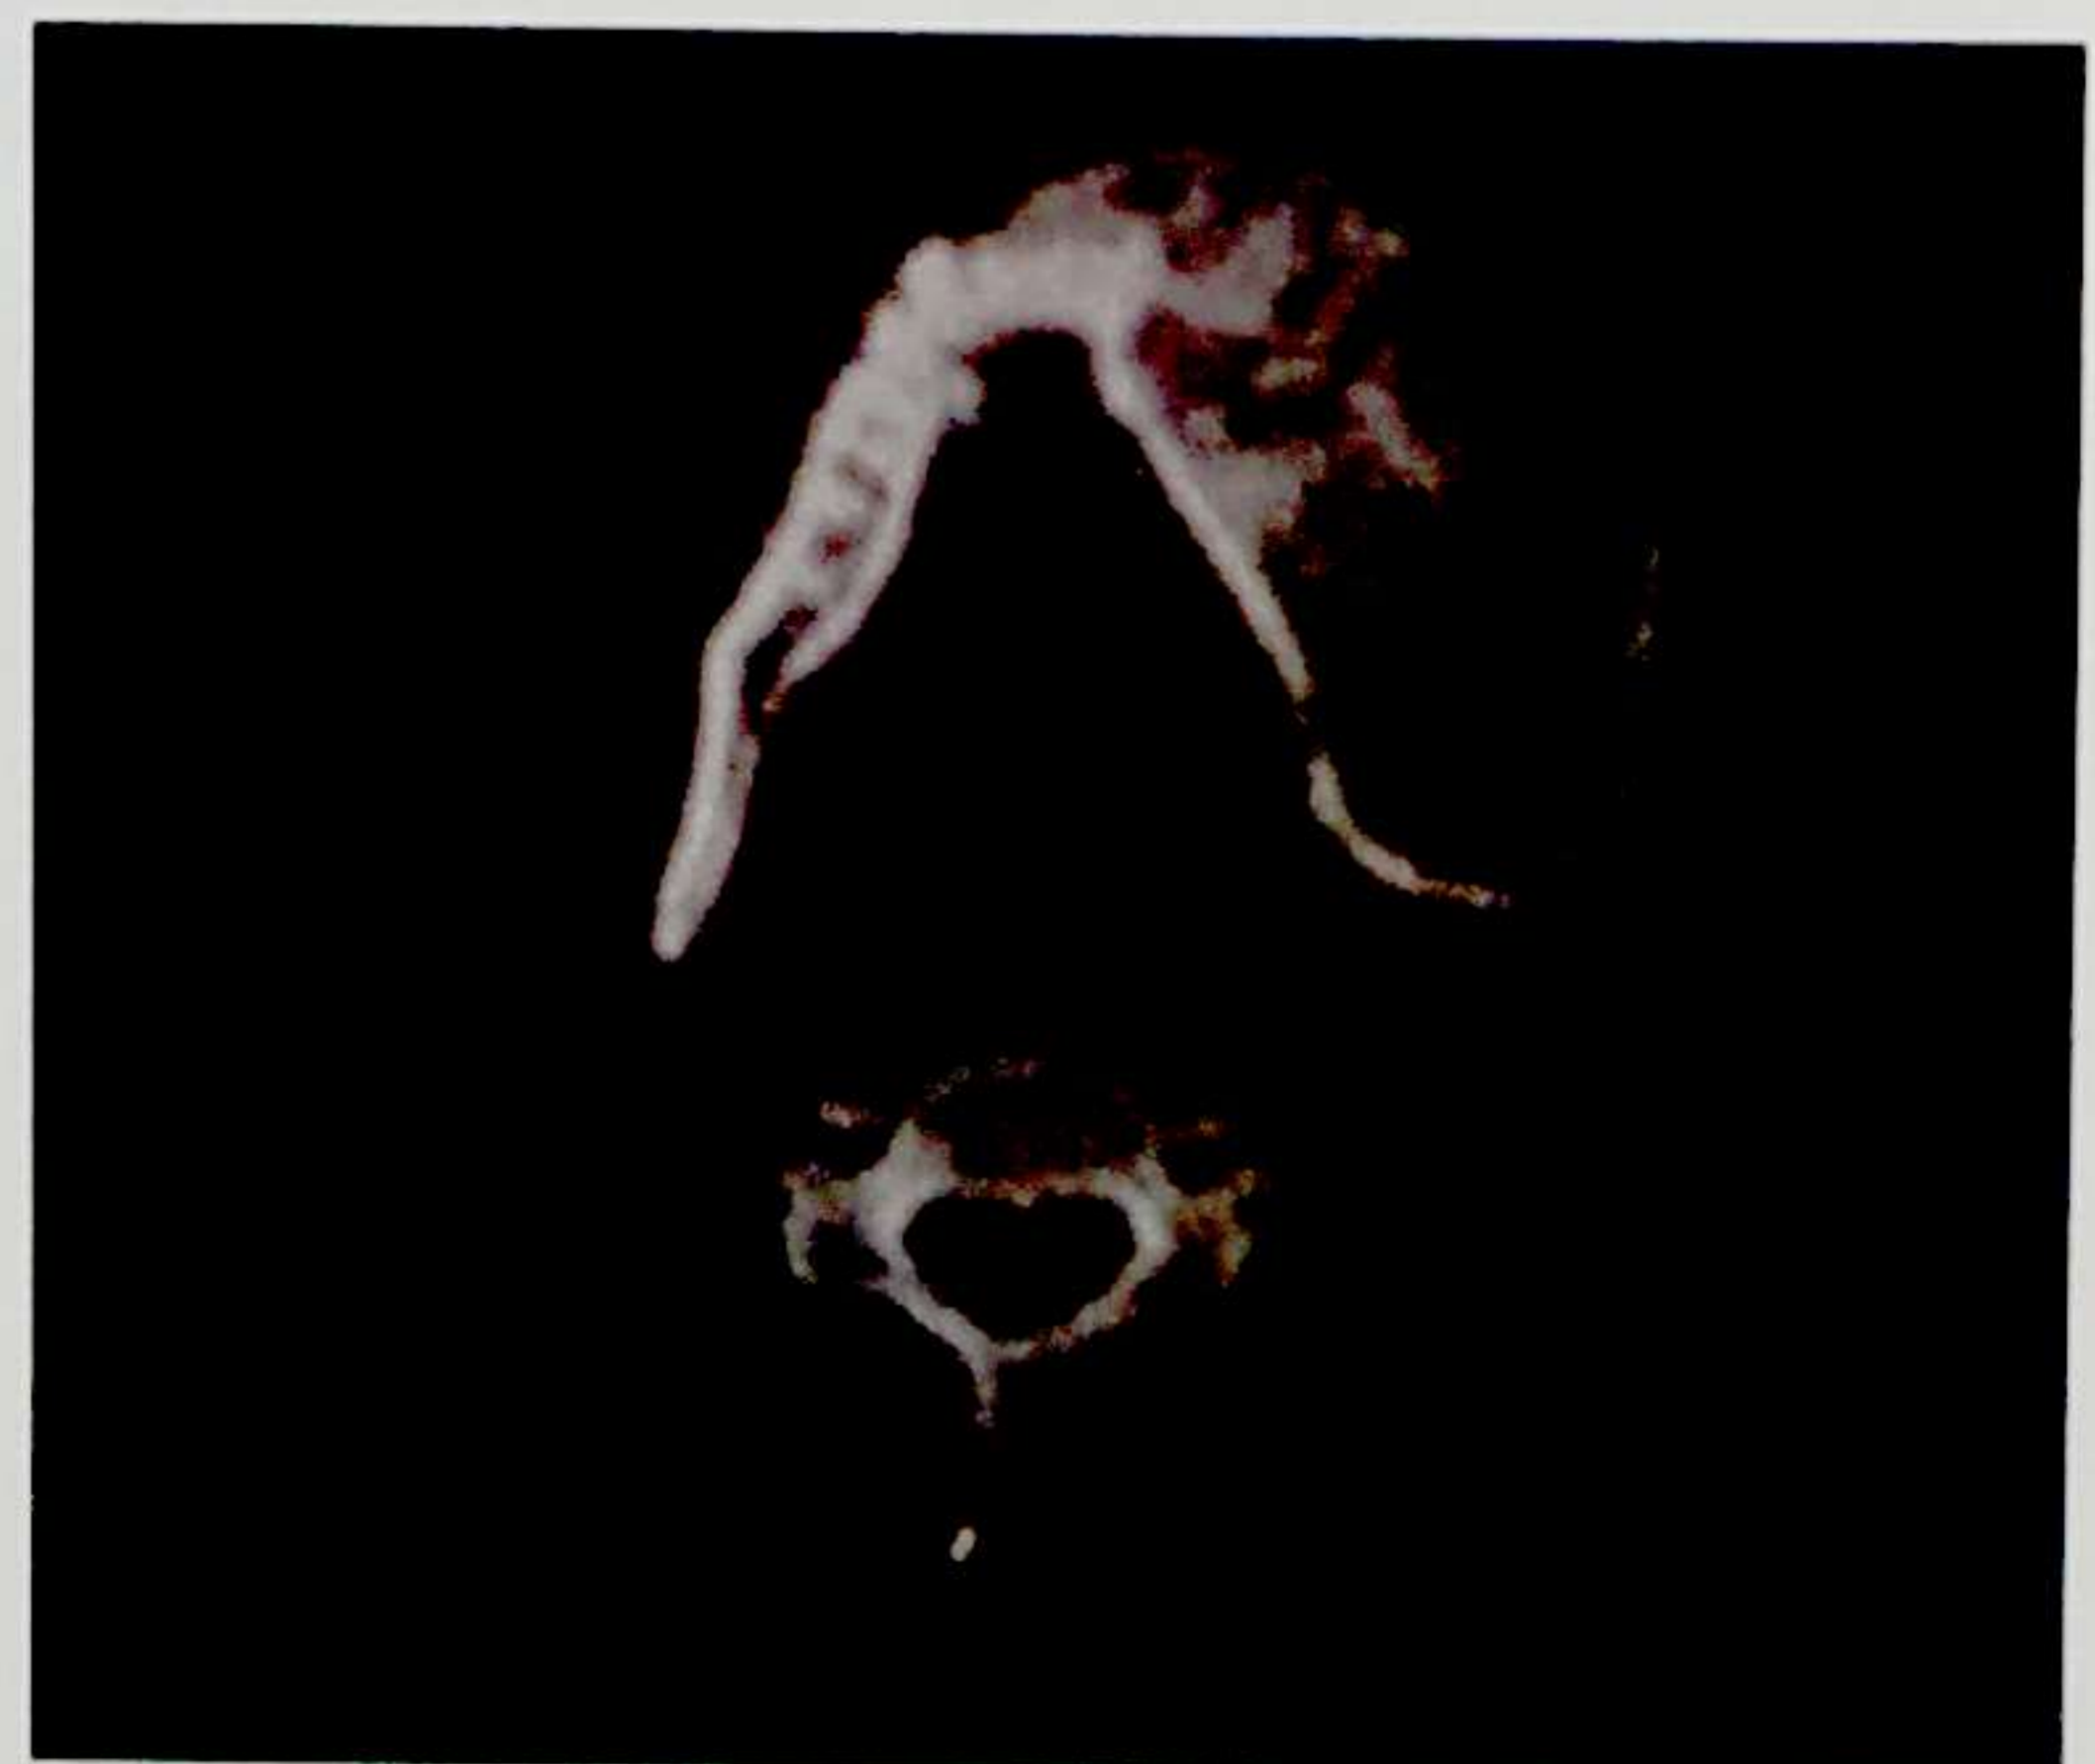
4. Displazia fibroasă mandibulară- imagine CT
